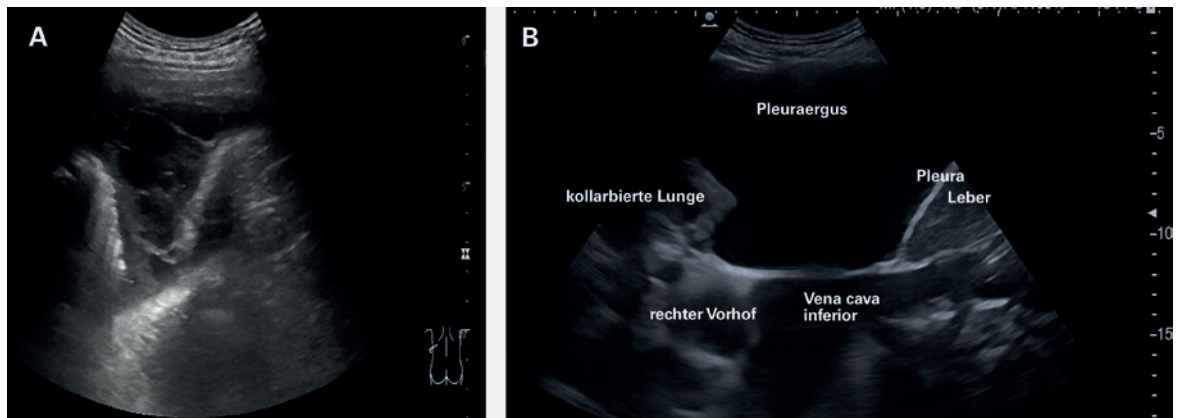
Pleurasonographie: A) septierter Pleuraerguss links; B) nicht septierter grosser Pleuraerguss.
